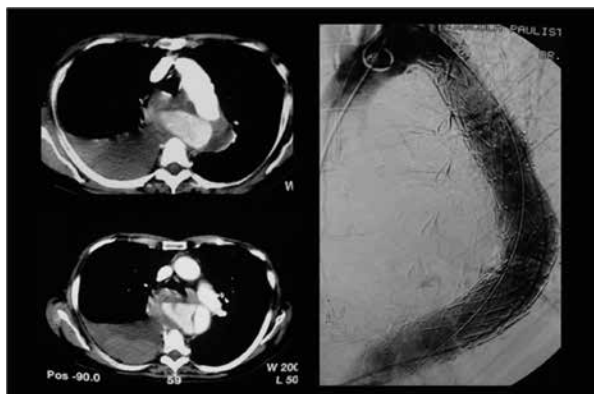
Tomografia controle no pós-operatório de grande e extenso aneurisma da aorta descendente tratado por via endovascular.
